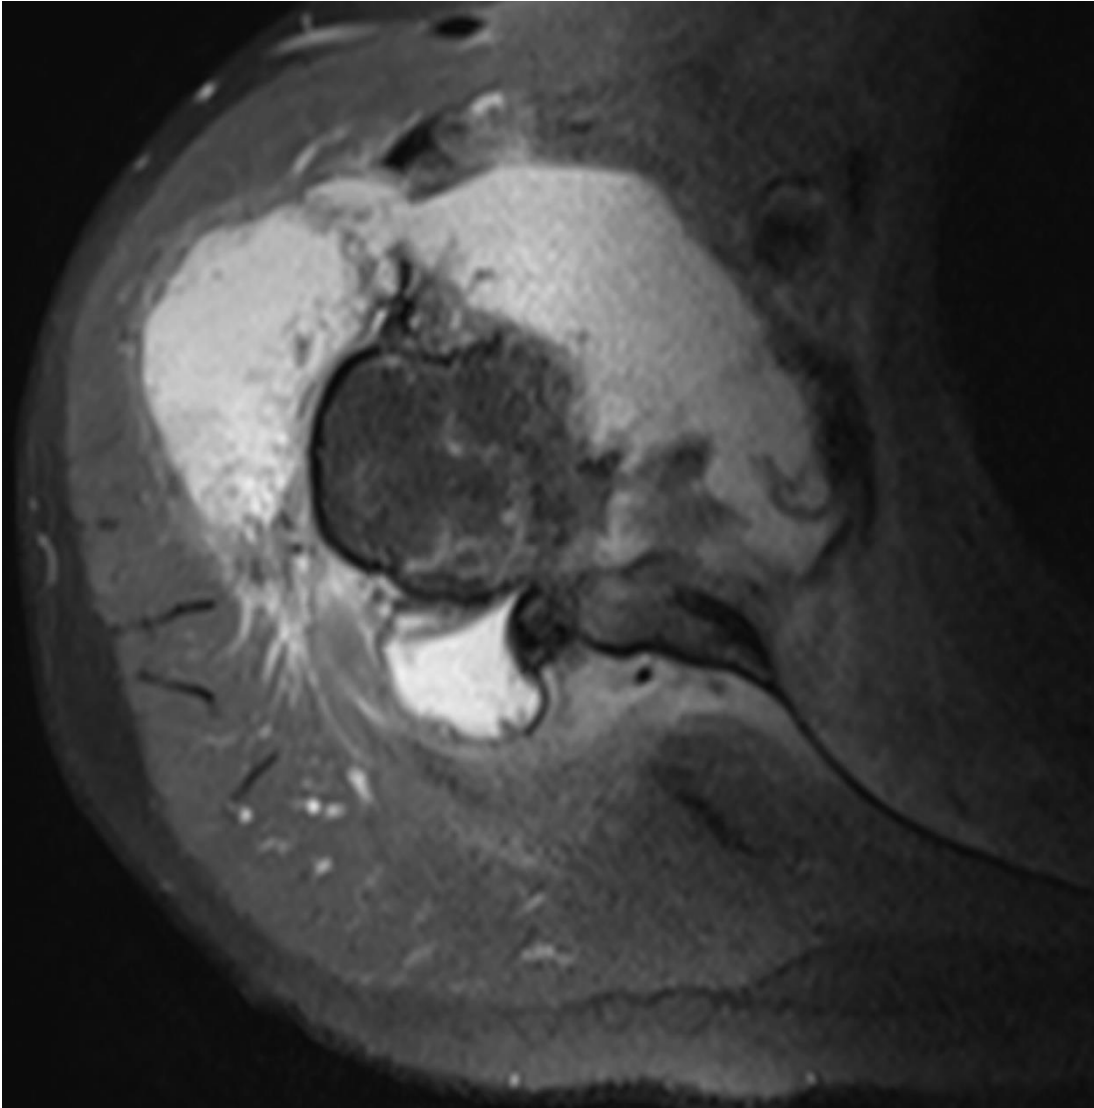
RM hombro, secuencia DP FS. Se identifica alteración de señal en la porción larga del bíceps, que sugiere rotura de este, y que explica la clínica del paciente (signo de "Popeye"), descrito en la exploración física.
